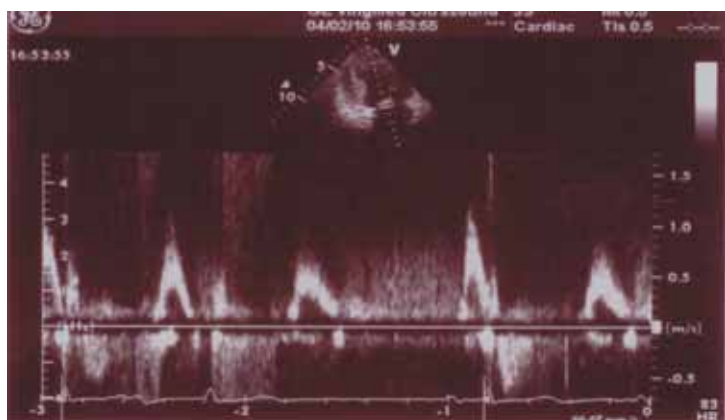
Doppler spectral transmitral tip pseudonormal. Se remarcă transformarea fluxului pseudonormal în relaxare întârziată.
